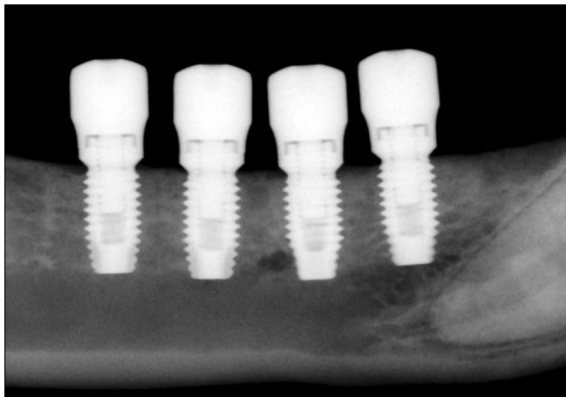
Radiographic images of group 1(left) and group 2(right).
